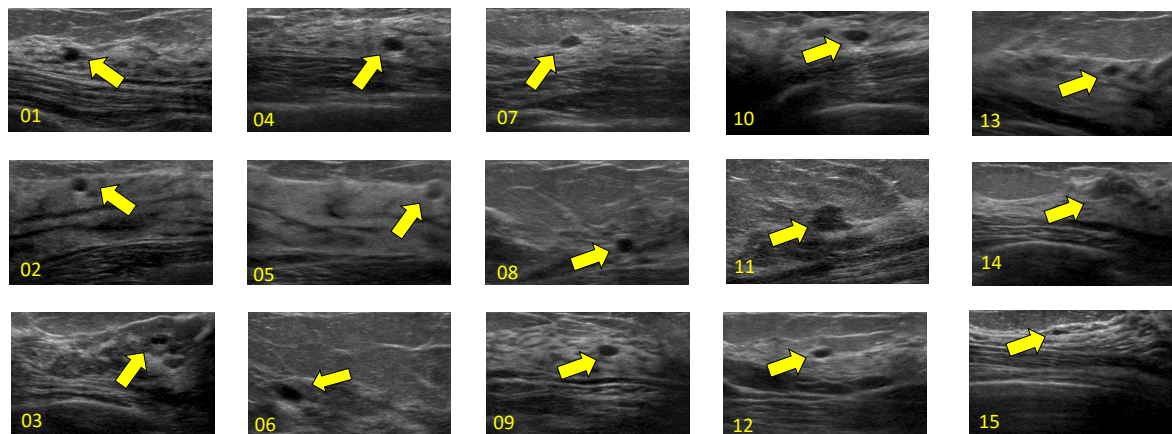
15 人の患者における乳房超音波画像の例．黄色矢印が腫瘍の位置を表す．
